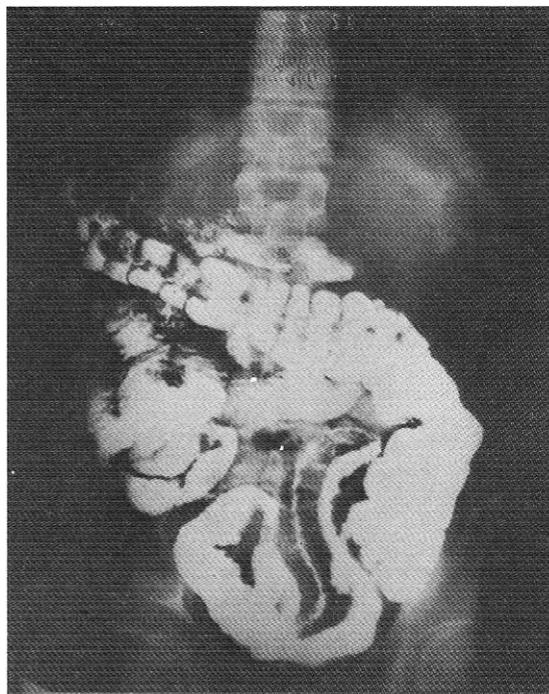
Radiografía de intestino delgado que muestra estrechez e irregularidad del íleon en un caso de enfermedad de Crohn.
